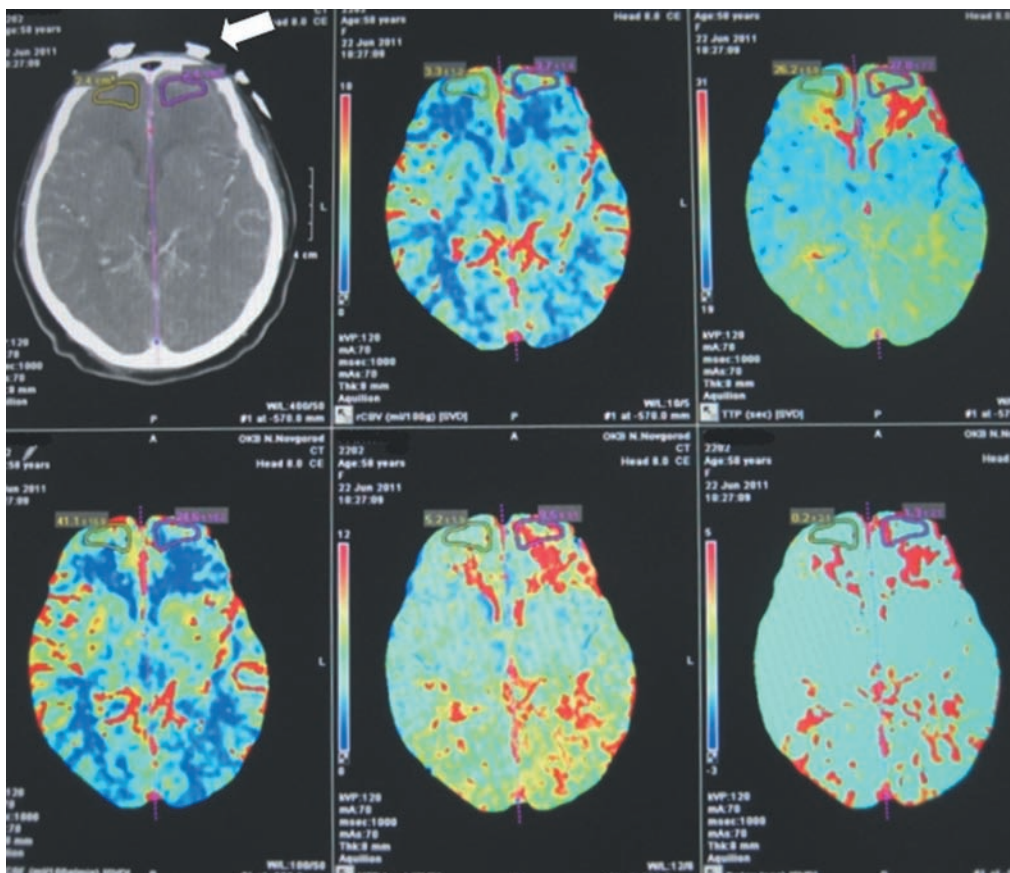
Перфузионная карта пациента с тяжелой черепно-мозговой травмой. Белой стрелкой отмечены артефакты от оптодов, расположенных в лобных областях.
